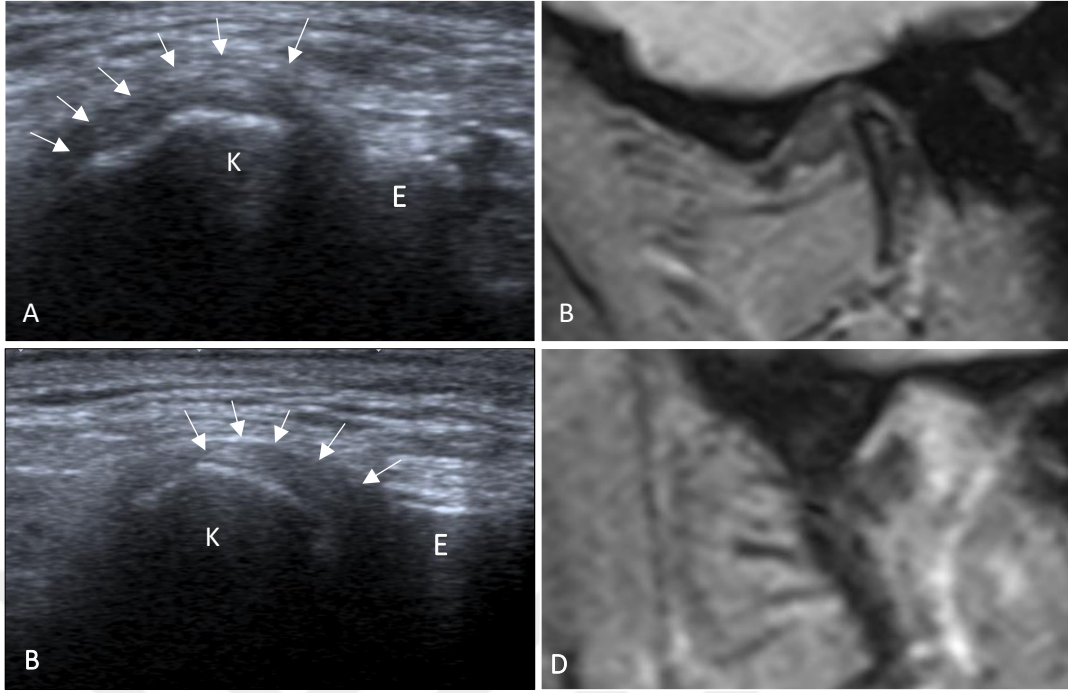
Her iki görüntüleme yönteminde, redüksiyonsuz disk deplasmanı konulan 21 numaralı hastanın sol TME'sinin ağız kapalı pozisyonda USG (A) ve MRG (B) görüntüsü
